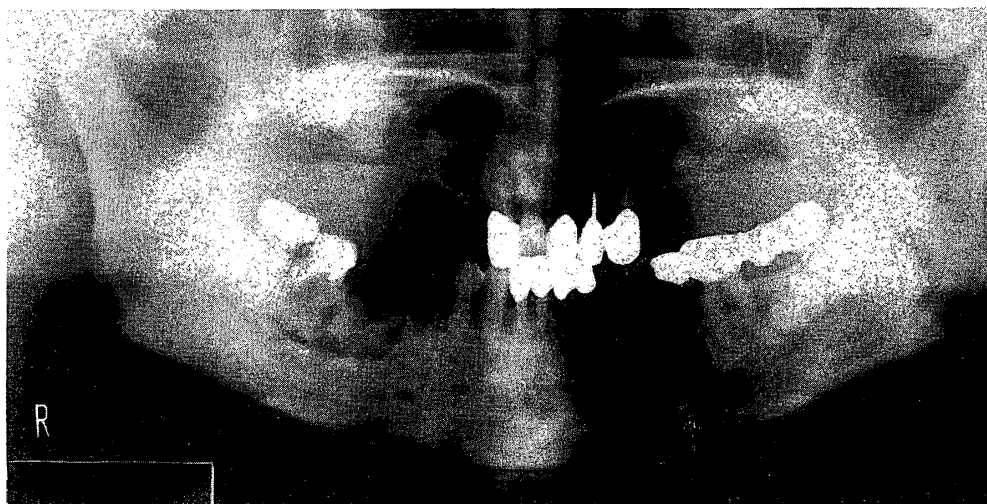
55歳女性に認められた根尖性セメント質異形成症のパノラマX線写真
